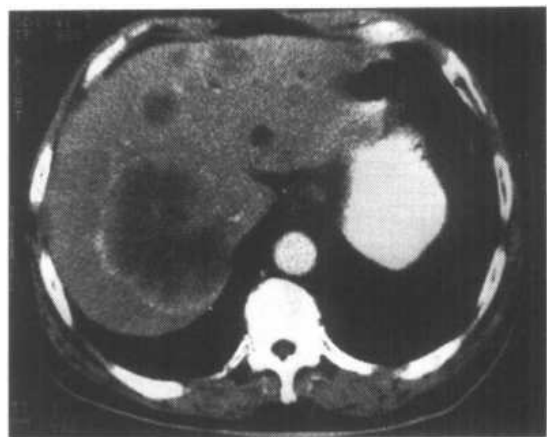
与图 10-2-17a 同一病例不同层面的 CT 增强图像
